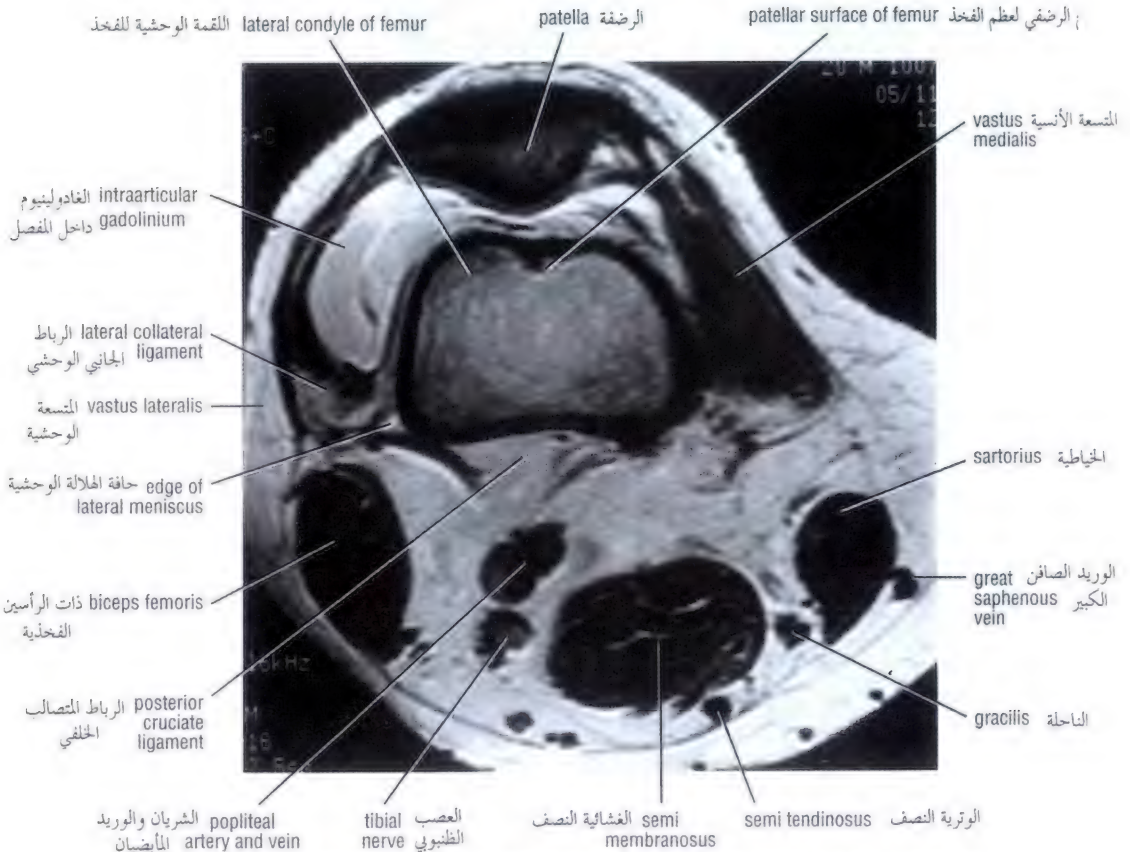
Transverse (axial) proton density magnetic resonance image of the right knee with intrarticular gadolinium-saline solution (as seen from below).
